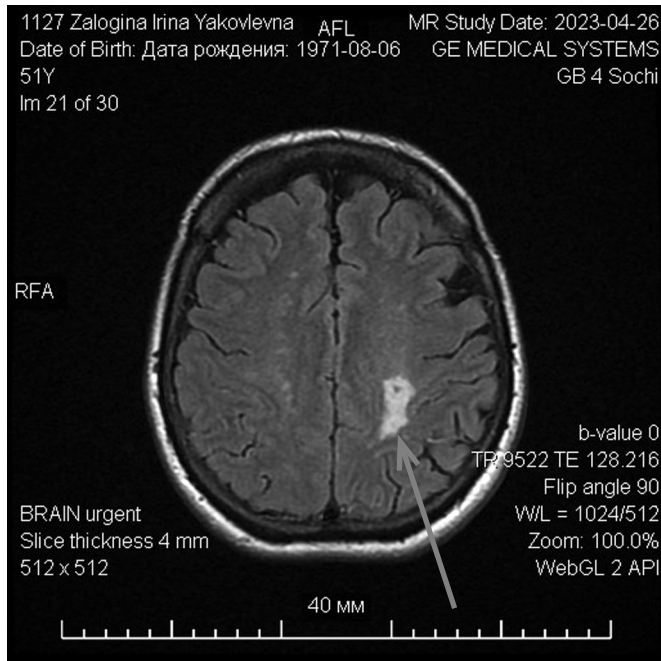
МРТ головного мозга от 28.08.2023. Белая стрелка — очаг в левой половине продолговатого мозга. МРТ головного мозга от 26.04.2023. Серая стрелка — кистозно-глиозные изменения в левой теменной области
